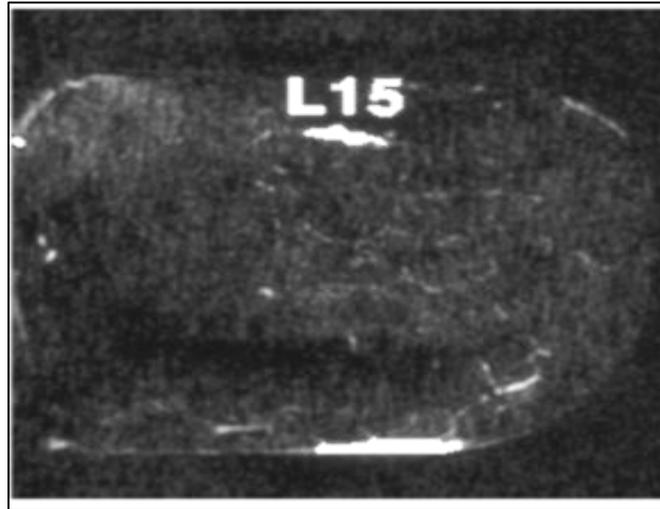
IRM séquence pondéral T1 2 min après injection de gadolinium et soustraction (59)
